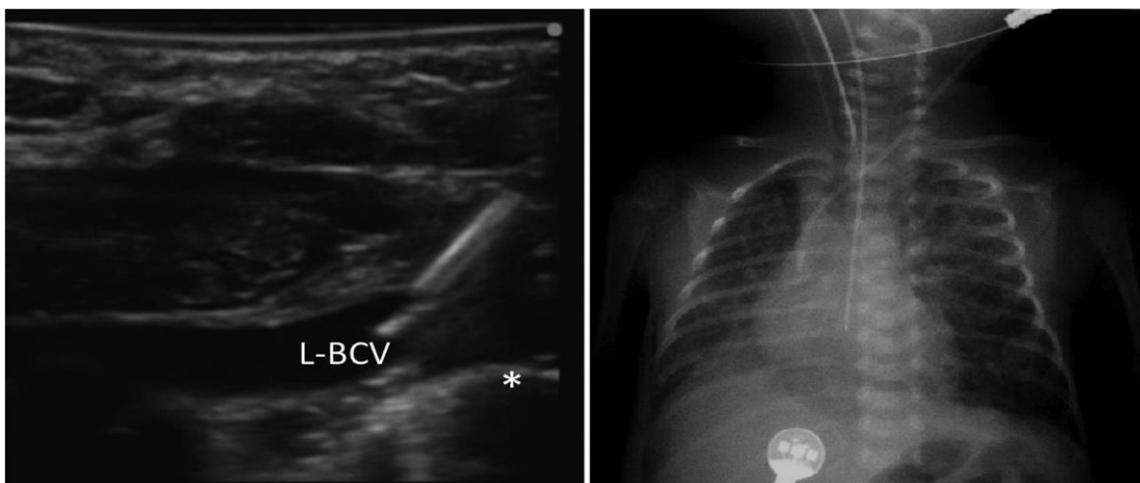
(74): Canalización ecoguiada en plano del tronco braquiocefálico izquierdo. (L-BCV). Se observa la correcta localización del CVC en la radiografía de tórax (derecha). Imagen propia del autor. (149)
